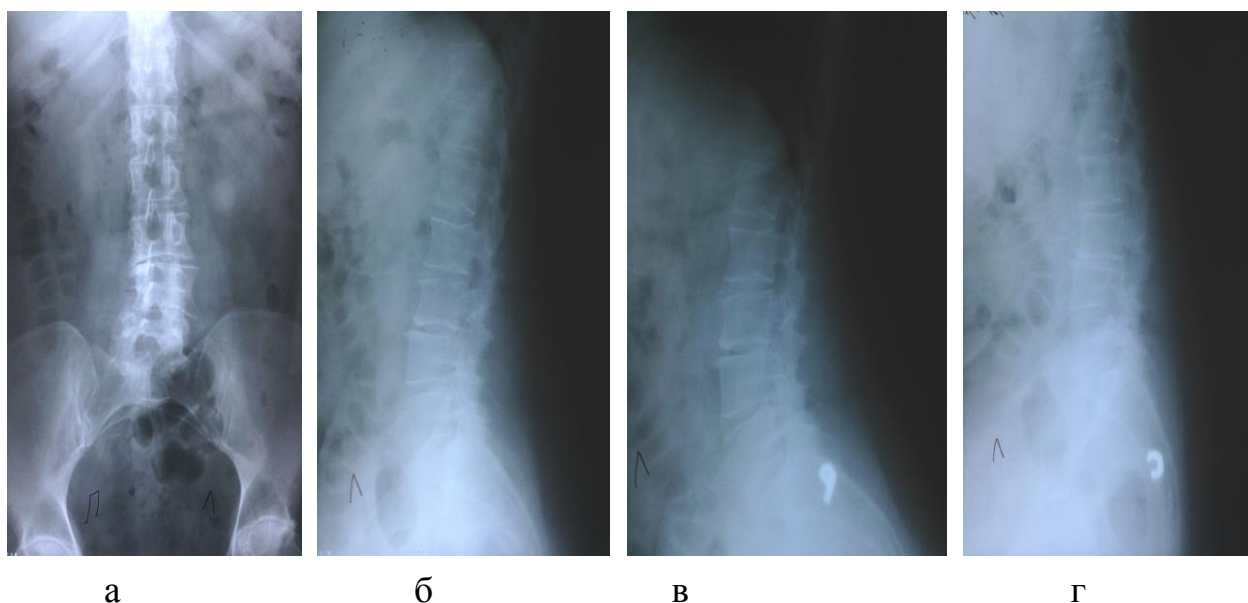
Пациентка Л, 55 лет. Ds: Левосторонний поясничный сколиоз (de novo). Рентгенограммы в прямой (а), боковой (б) проекциях, функциональные рентгенограммы (в, г).
